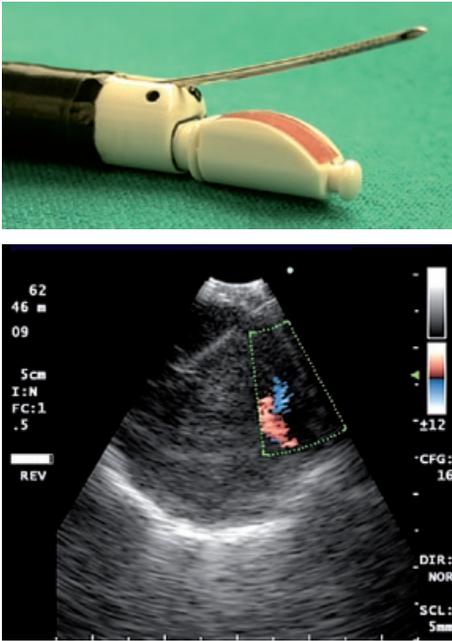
Ecobroncoscopia. A) la punta dell'ecobroncoscopio dotata di sensore ultrasonografico lineare con l'ago da prelievo che fuoriesce dal canale di lavoro dello strumento; B) immagine ecografica di un linfonodo peribronchiale con l'ago da campionamento all'interno del bersaglio (EBUS-TBNA).
